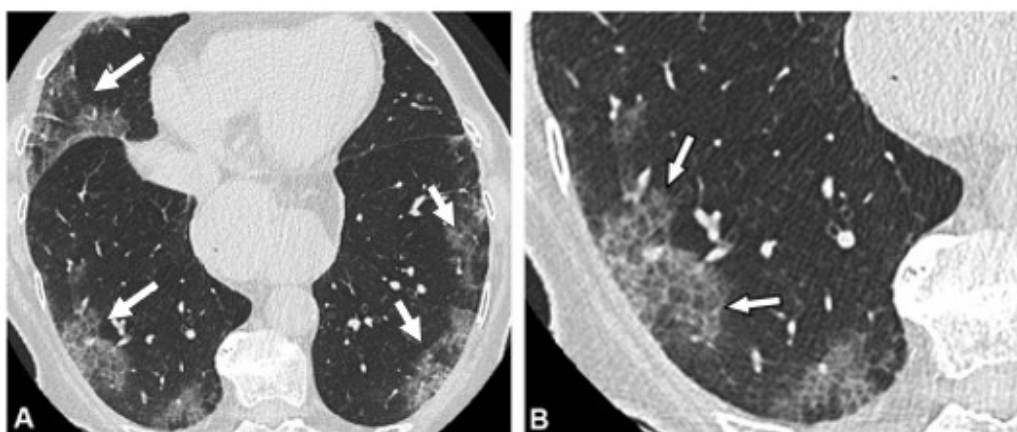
A- Lesões em vidro fosco, periféricas, típicas da tomografia de COVID-19. B- Transformação em pavimentação em mosaico.
